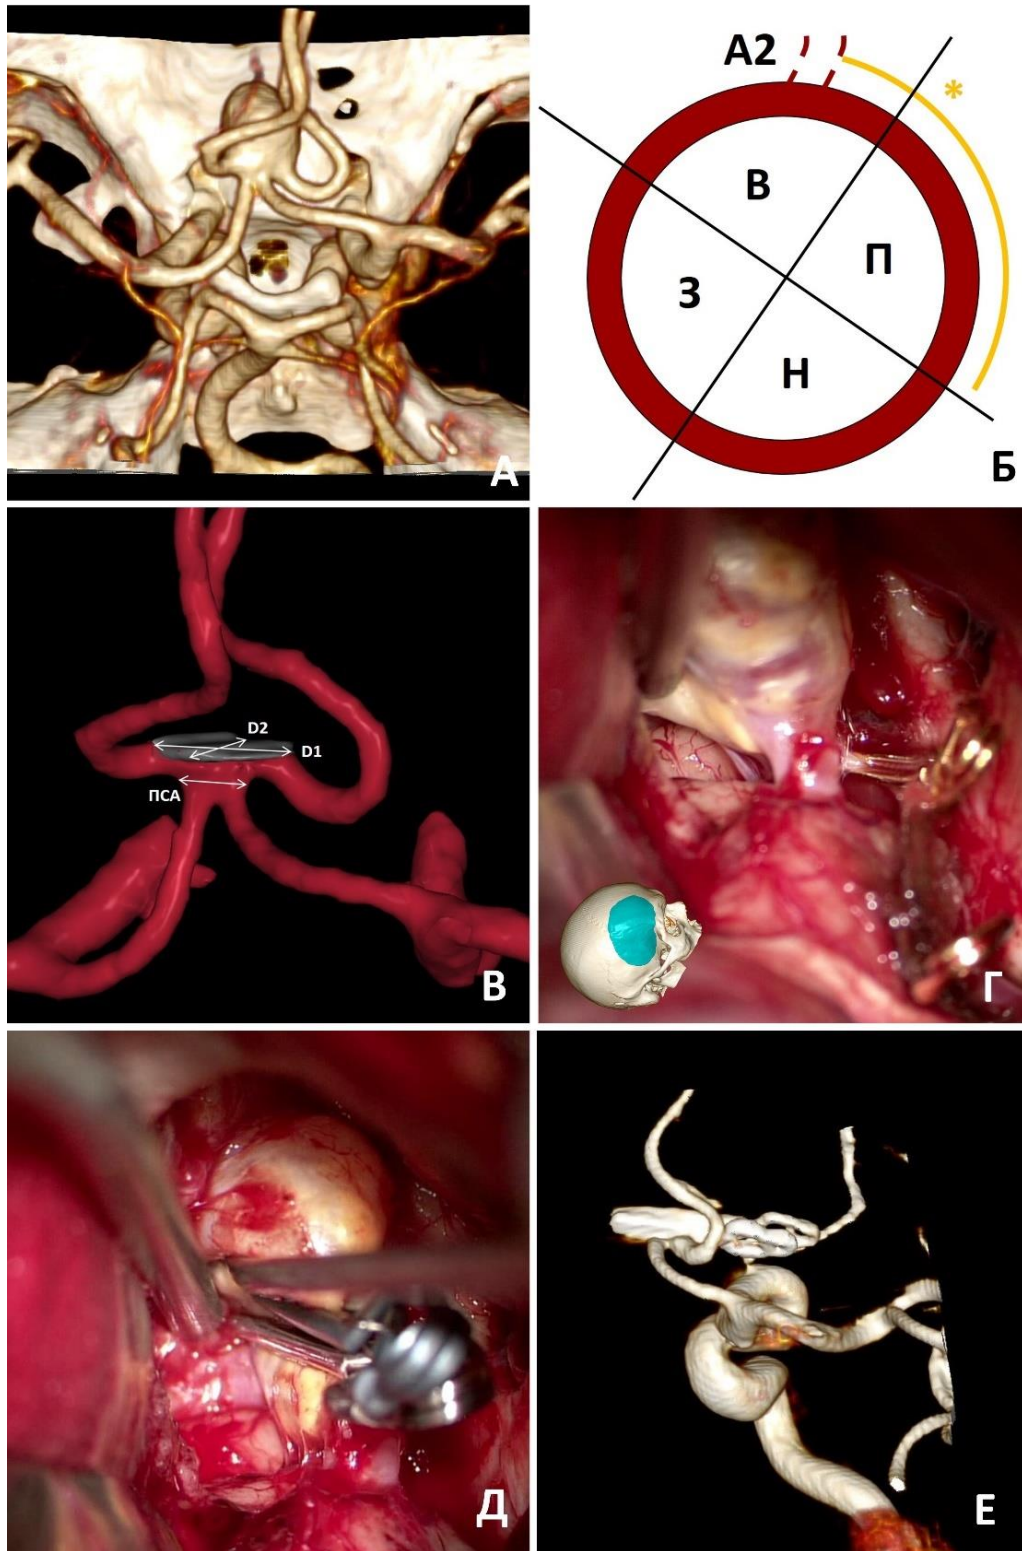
Простое множественное клипирование крупной аневризмы переднего расположения. А – вид аневризмы на КТ-ангиографии; Б – отмечена часть стенки ПСА, занимаемая аневризмой (*); В – сегментация артерий, изображены размеры шейки (D1 и D2); Г, Д – интраоперационные фото до и после клипирования; Е – контрольная 3Д-ротационная ЦАГ, правый каротидный бассейн
